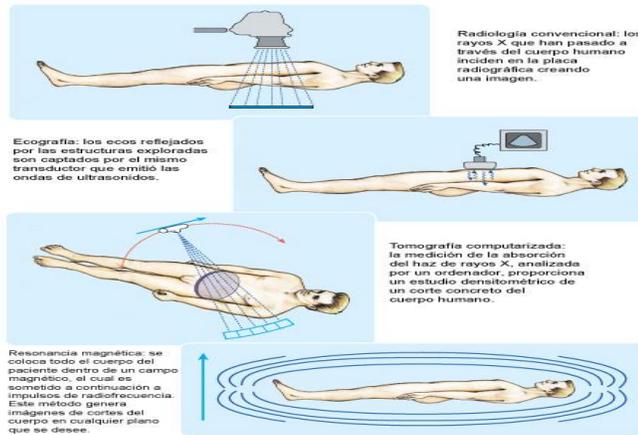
Método de Diagnóstico RMN
